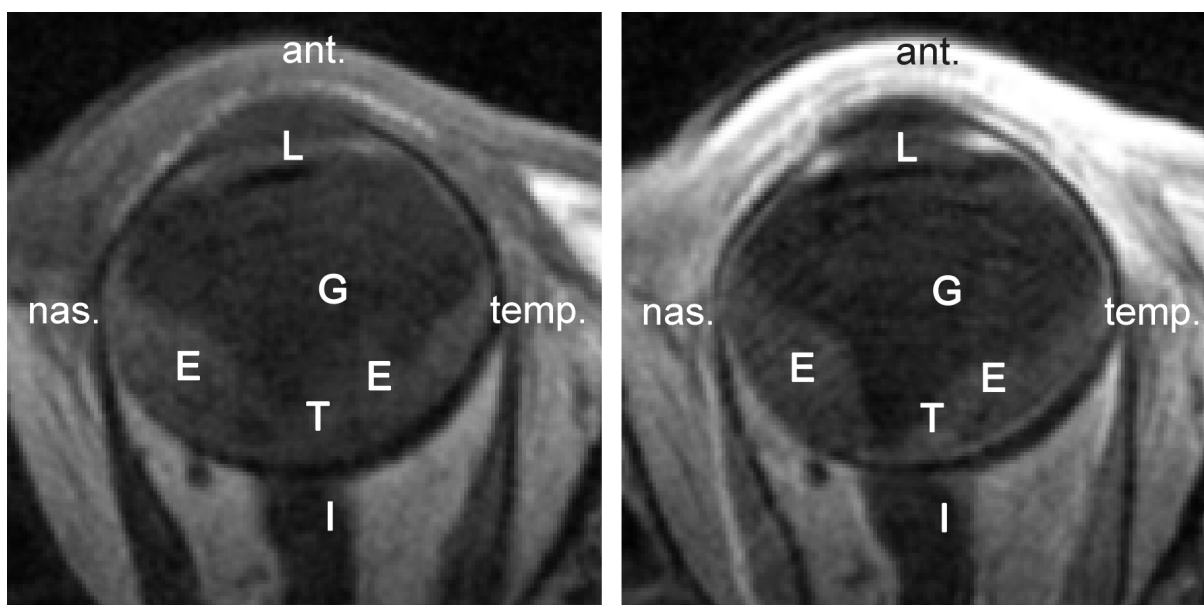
Aderhautmelanom mit Optikusunfiltration, links MRT-Schicht T1-gewichtet nativ, rechts MRT-Schicht T1-gewichtet nach Kontrastmittelgabe (T=Melanom, G=Glaskörper, E=subretinale Effusion, I=Optikusinfiltration und aufgeweitete Optikusscheide, L=Kunstlinse)
